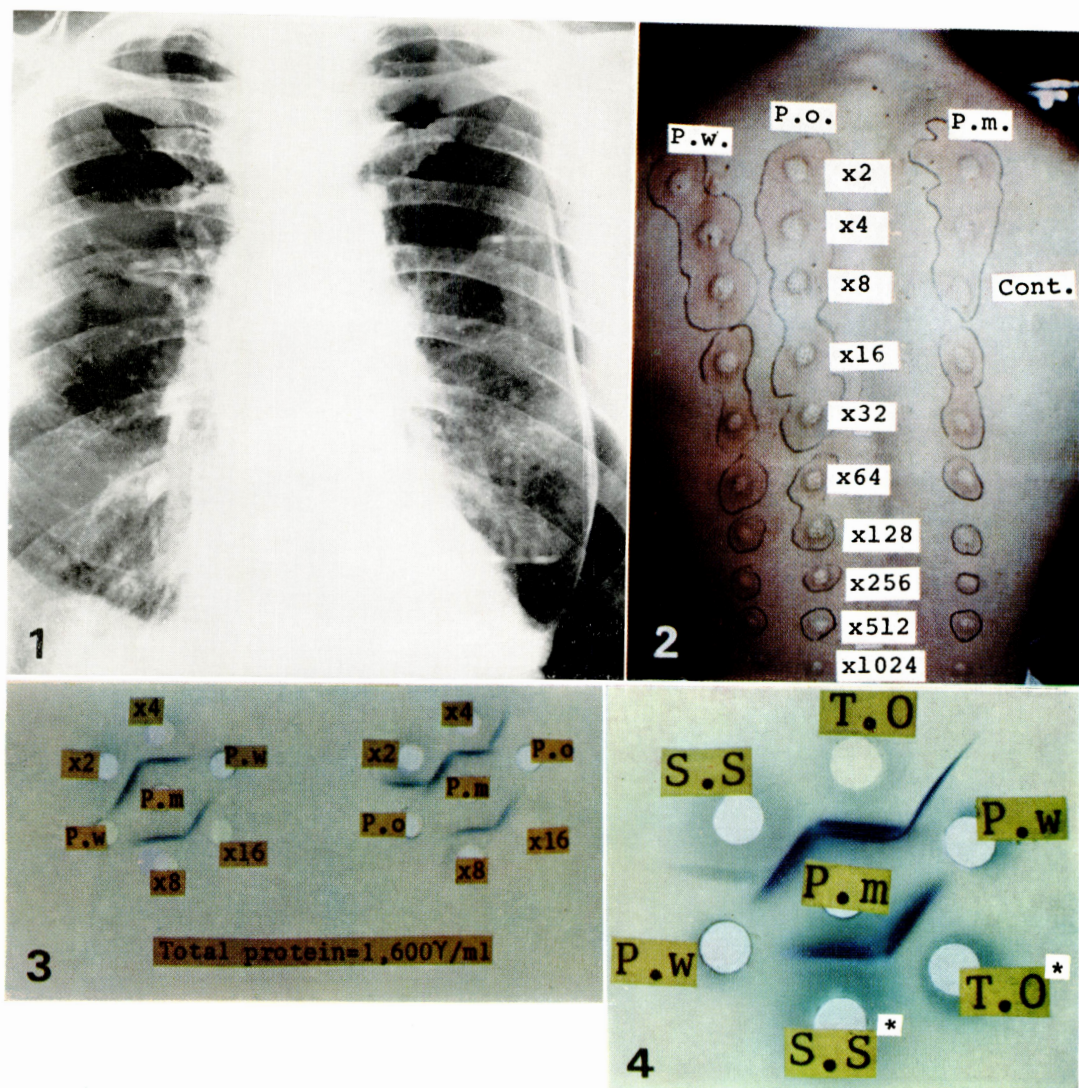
Chest X-Ray of P.m patient.
